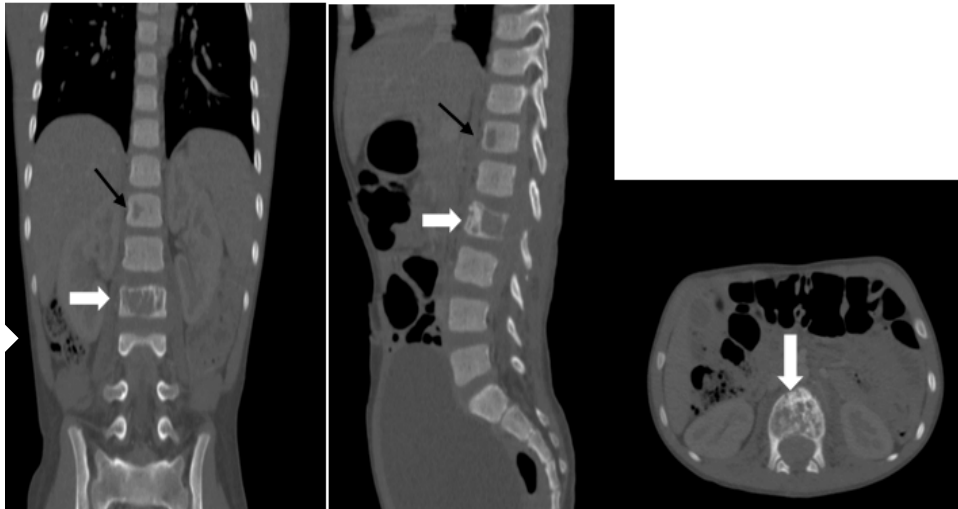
TDM abdomino-pelviennes en fenêtre osseuse chez un patient suivi pour un sarcome d'Ewing de L2 avec métastase osseuse, objectivant des lésions mixtes ostéolytiques et ostéocondensantes centrées sur le corps de L2 (flèche blanche) et une lésion ostéolytique au niveau de D12 d'allure secondaire (flèche noire).
